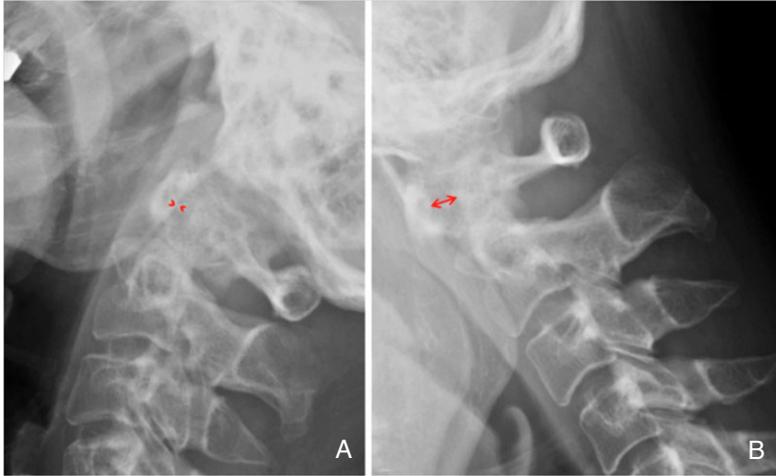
(A) Extension and (B) flexion radiograph of the cervical spine shows atlantoaxial subluxation. Note that the anterior atlantodens interval (arrow) is increased when the cervical spine is flexed.
